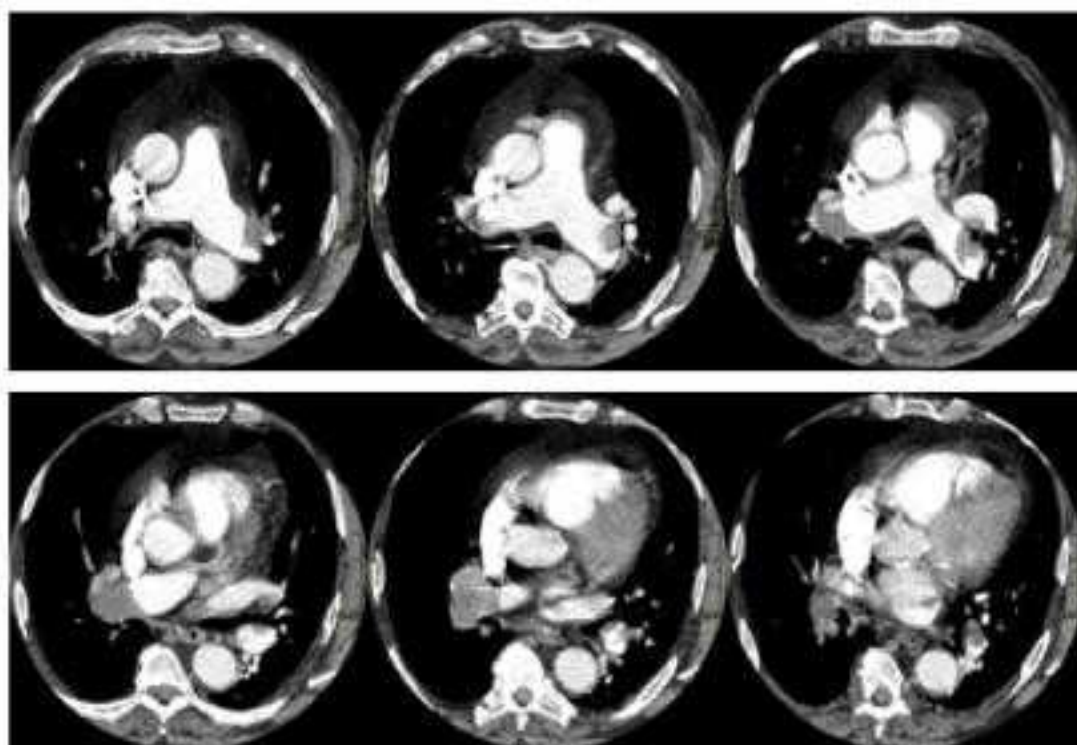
Immagini TC fase arteriosa a FOV ridotto
